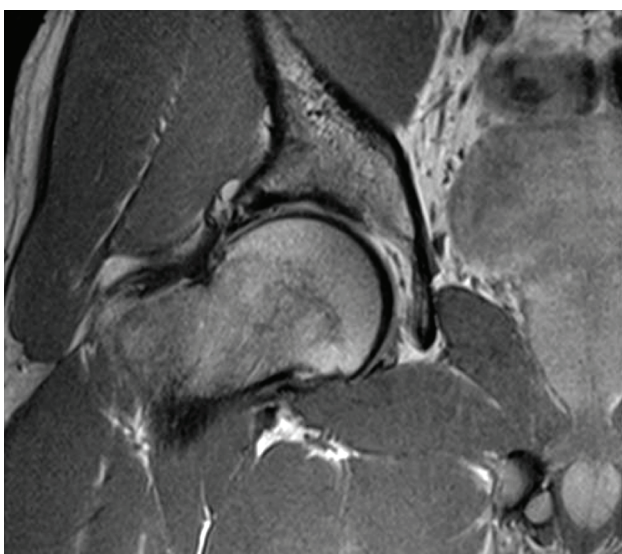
Imagen de RMN de cadera derecha (secuencia T2) donde puede apreciarse la lesión labral.
